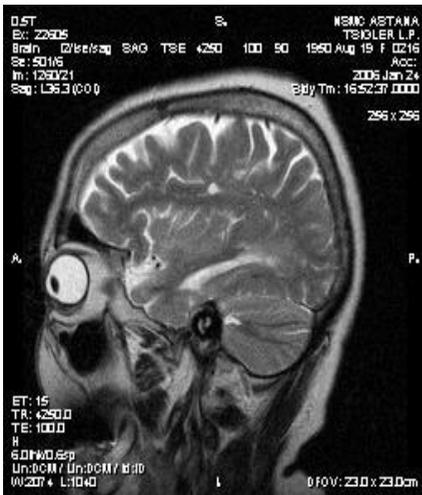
МРТ картина пациентки Ц. (через 10 месяцев после ТФН)
